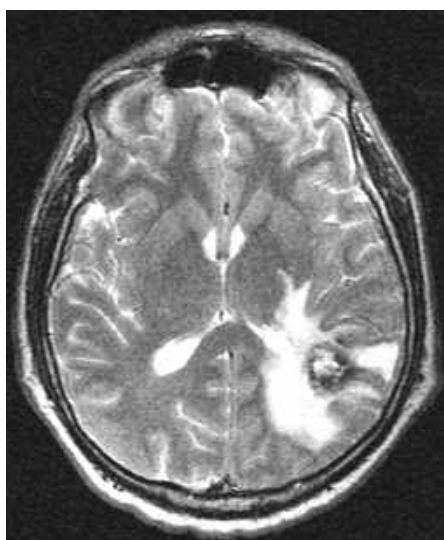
МРТ головного мозку (T2 ЗЗ, аксіальний зріз) через один рік після сеансу радіохірургії (спостереження №100, хворий Ч-з, історія хвороби №28565).
